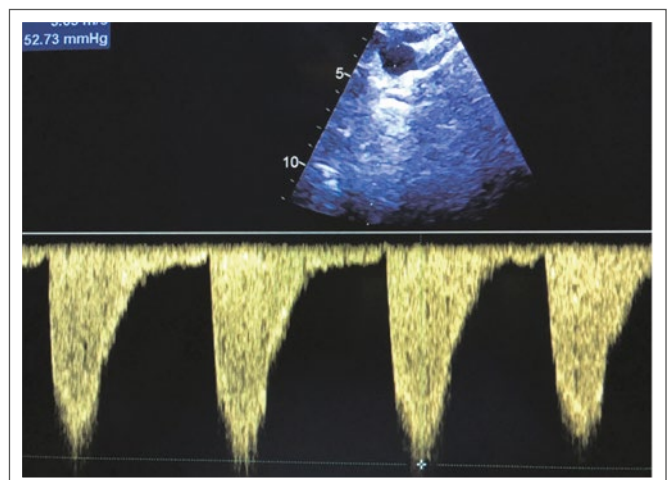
Suprasternale Anlotung, CW-Doppler in der Aorta descendens bei Aortenisthmusstenose.
